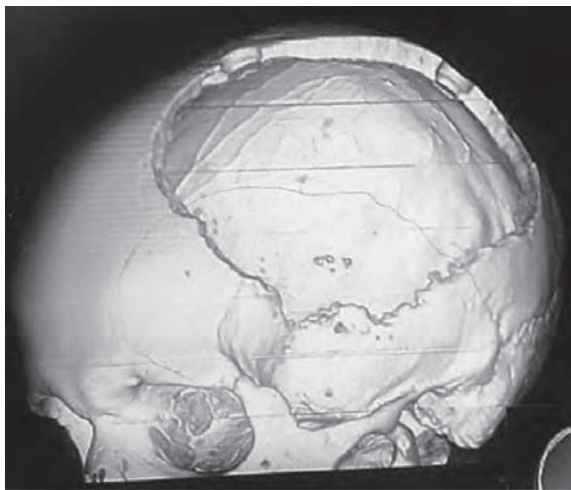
МСКТ-снимок черепа пациента после декомпрессионной трепанации черепа (не резецирована базальная часть чешуи височной кости)
